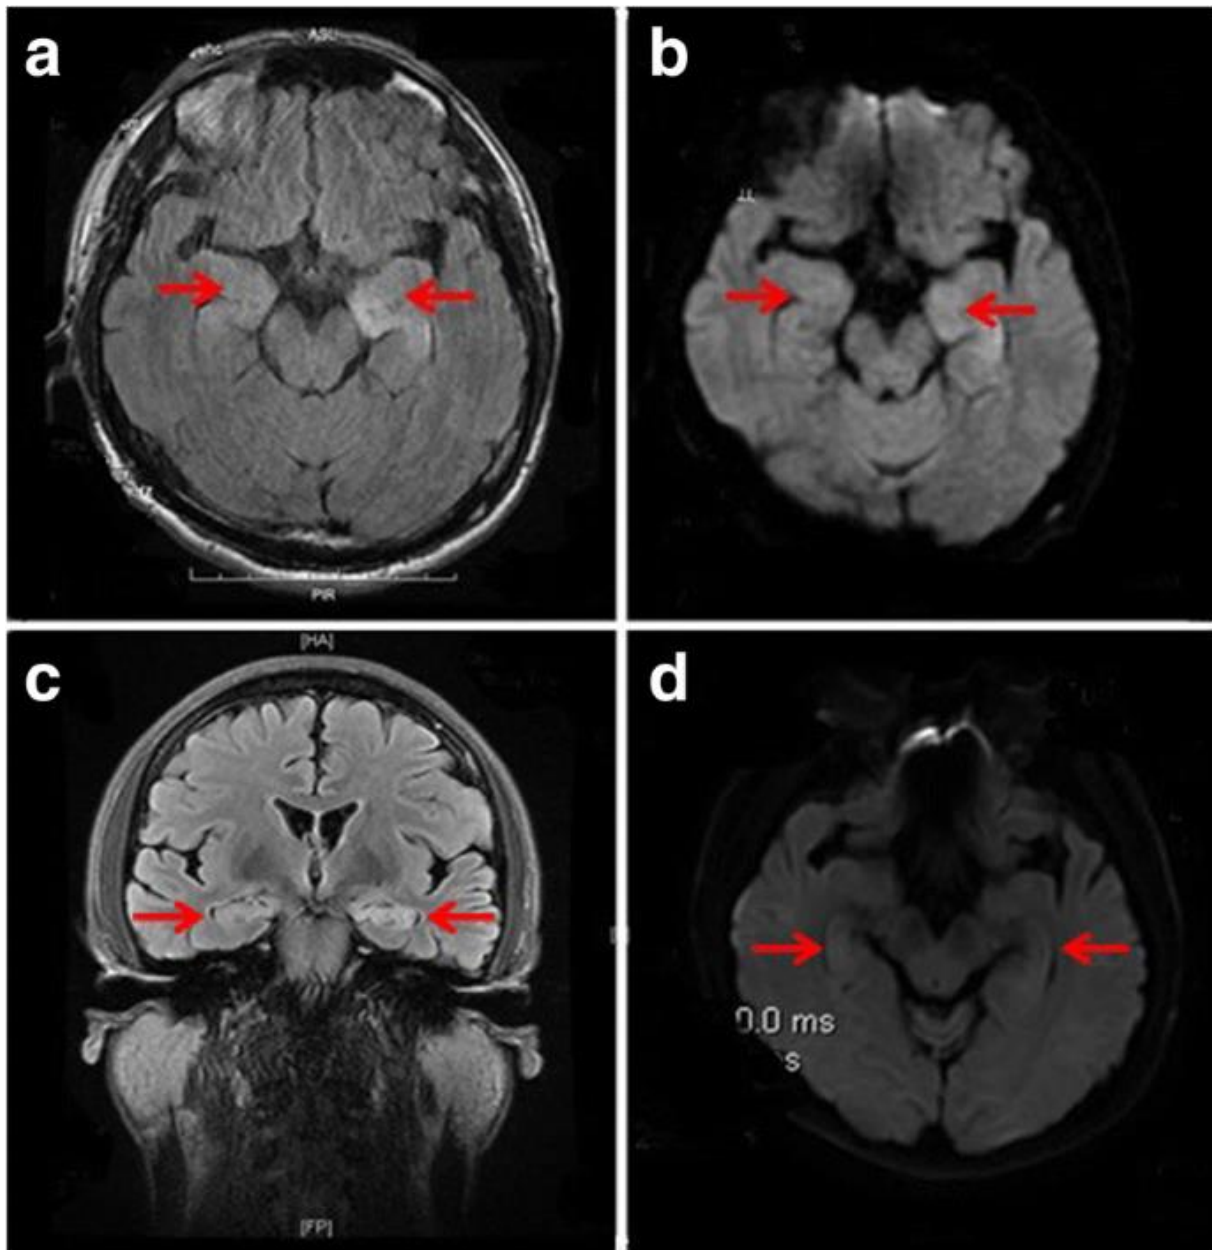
IRM montre hypersignaux bilatéraux sur les séquences : La récupération par inversion atténuée par le fluide pondérée en T2 (a) et le plan correspondant dans les séquences d'imagerie pondérée en diffusion (b). Contrôle d'IRM 12 jours plus tard.
